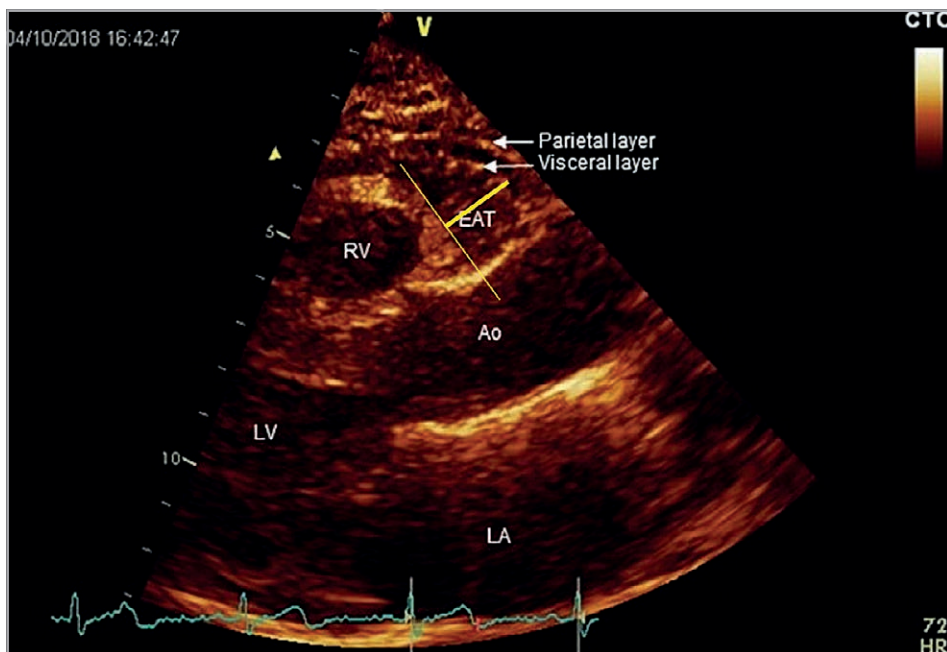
Visualizzazione e misura dello spessore ecocardiografico di EAT a livello della piega di Rindfleisch. EAT, tessuto adiposo epicardico; LA, atrio sinistro; LV, ventricolo sinistro; Ao, aorta ascendente; RV, ventricolo destro.
